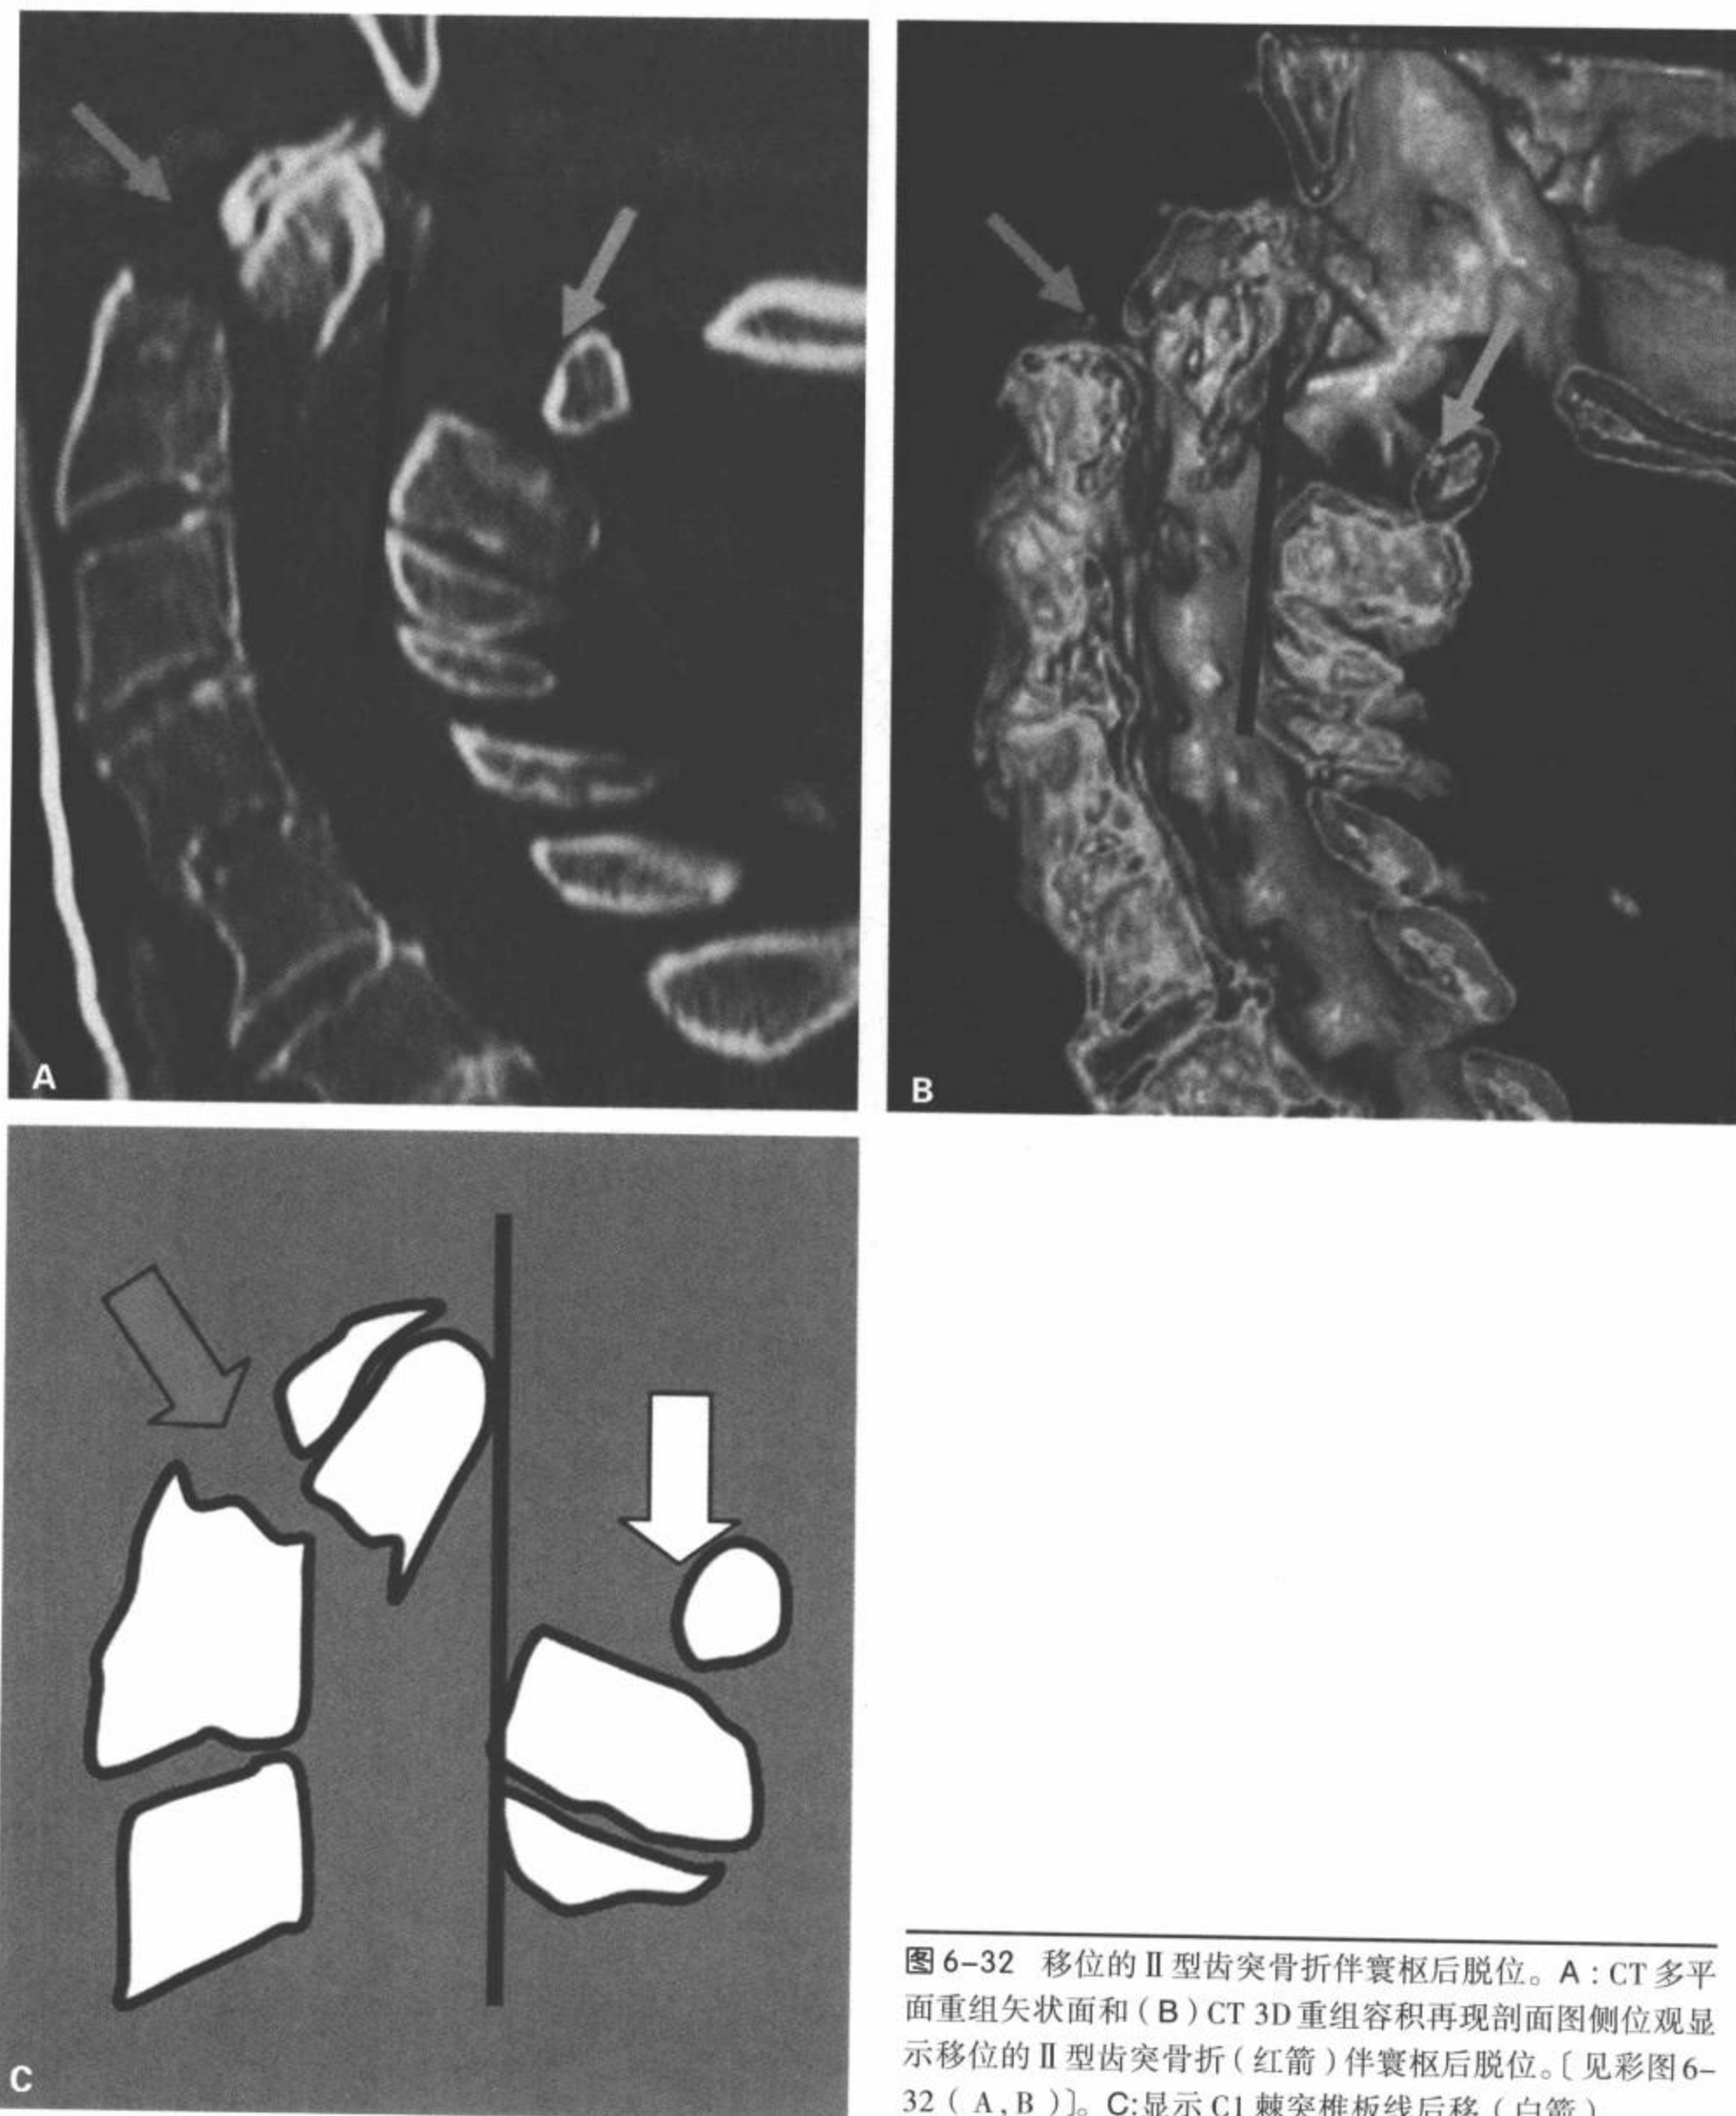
移位的 II 型齿突骨折伴寰枢后脱位。A: CT 多平面重组矢状面和 (B) CT 3D 重组容积再现剖面图侧位观显示移位的 II 型齿突骨折 (红箭) 伴寰枢后脱位。〔见彩图 6-32 (A, B)〕。C: 显示 C1 棘突椎板线后移 (白箭)。
